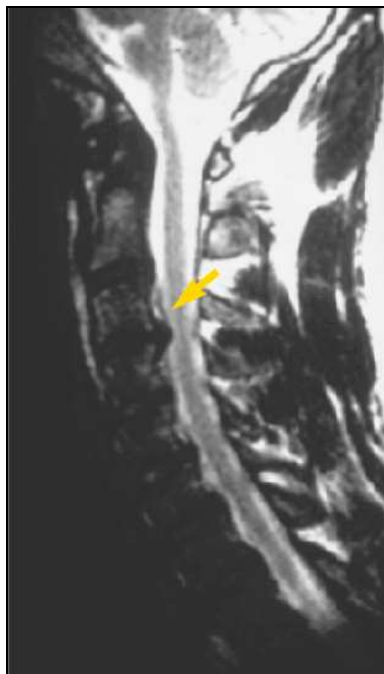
IRM coupe sagittale pondérée T2 montrant une double hernie discale C5C6 et
